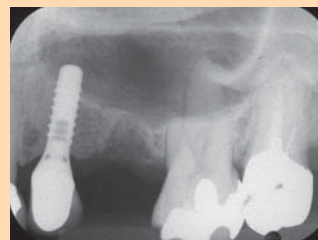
(2017年デンタルX線写真, 抜歯後) 第二小臼歯が歯根破折をきたし、やむなく抜歯。同上患者:55歳。周囲現存歯の保存に対する第一小臼歯部インプラントの貢献は大きいと考察される。
